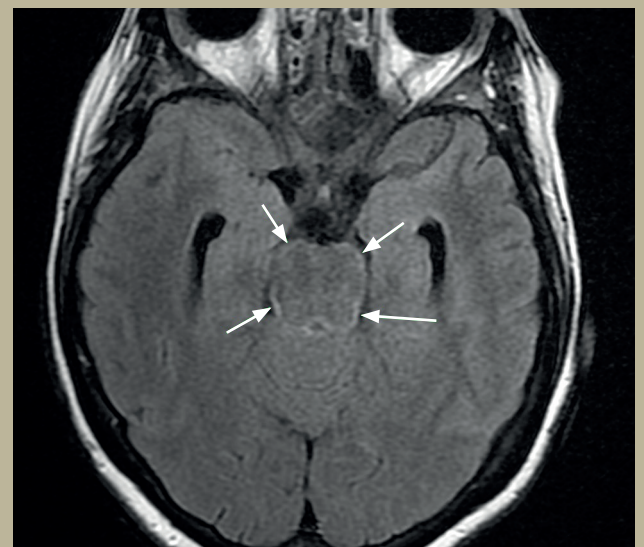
IRM cérébrale en séquence FLAIR (FLuid-Attenuated Inversion Recovery) : hypersignal feutrant le mésencéphale, qui témoigne d'une méningite (flèches). À noter également : la dilatation des cornes temporales dans le cadre de l'hydrocéphalie.
